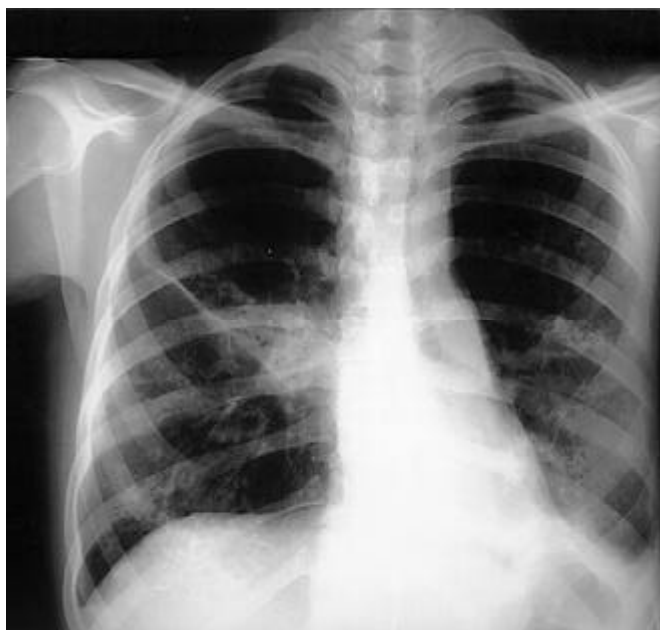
Radiografia de tórax PA: atelectasia no lobo inferior do pulmão esquerdo. Opacidade peri-hilar direita com faixa de atelectasia e borramento das sombras vasculares nas metades inferiores de ambos os pulmões.
